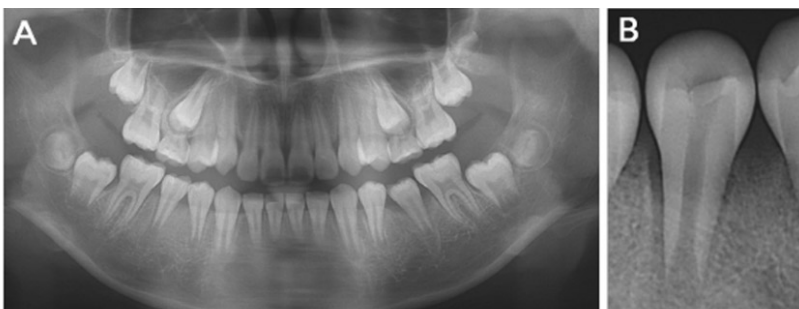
Initial radiograph of case 2. (A) Panoramic view, (B) Periapical view. In initial radiograph, an open apex and periapical radiolucency of right mandibular second premolar were observed.
